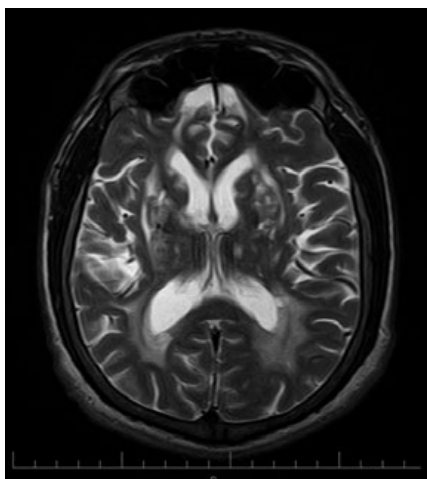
Результаты МРТ пациента.
